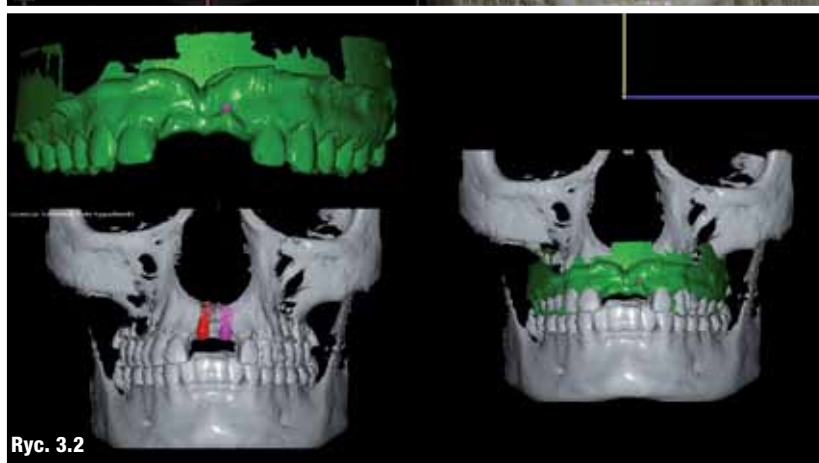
Pozycjonowanie TC z modelem stl.
